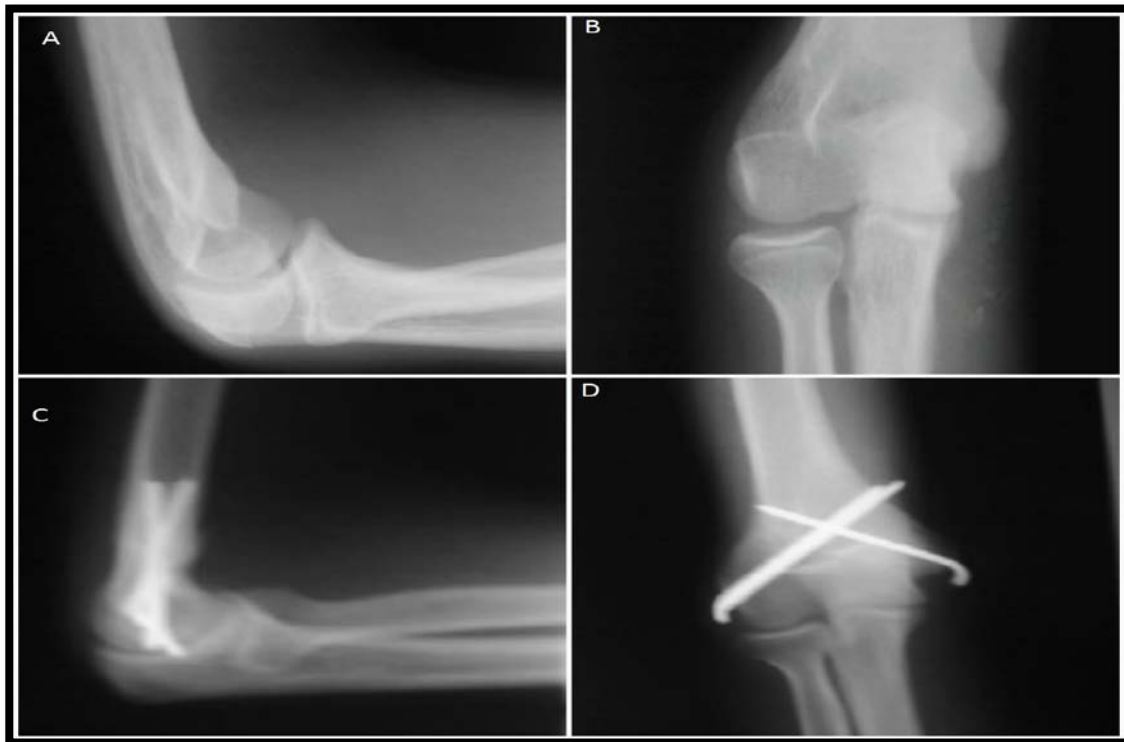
A ,B : radiographie du coude face et profil montrant un varus de 20° chez un patient de 6 ans
